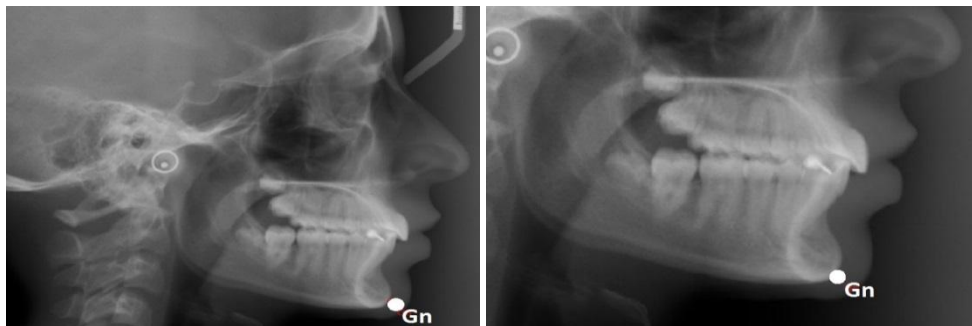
23. Gnathion - aspect radiografic
